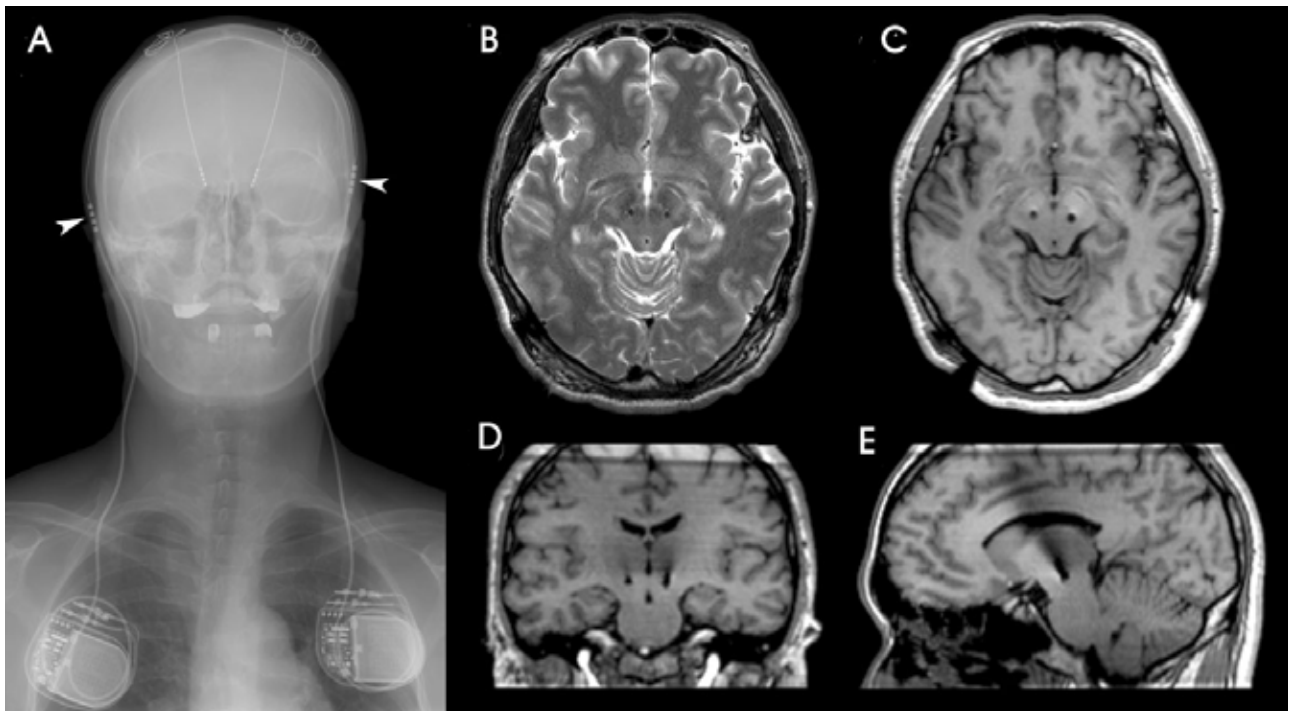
Postoperative radiological studies after a subthalamic deep brain stimulation (STN DBS). (A) A plain X-ray shows components of STN DBS. The arrow heads indicate the connector between the electrode lead and extension wire. (B and C) The axial T2 and T1-weighted MRI show the tips of the electrodes which are visualized as the signal void structures located at the midbrain. (D and E) The reconstructed coronal and sagittal T1-weighted MRI studies show electrode leads passing through the brain parenchyma.
